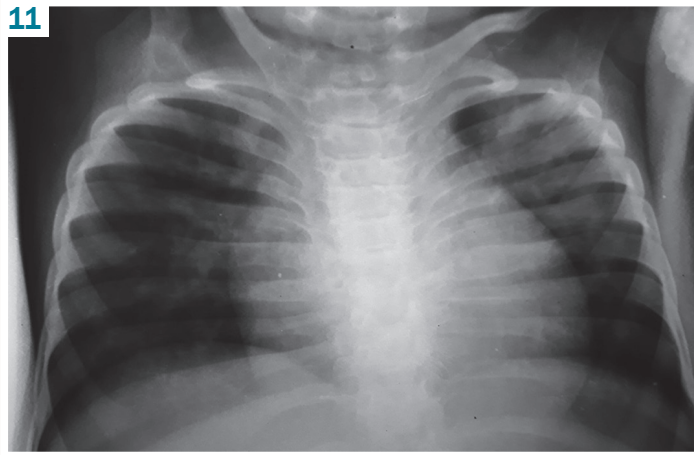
Рентгенологічне обстеження легень через 2 тижні після призначення НАБТ: інфільтрація в лівій легені частково розсмоктується, поліпшилась пневмотизація справа.
